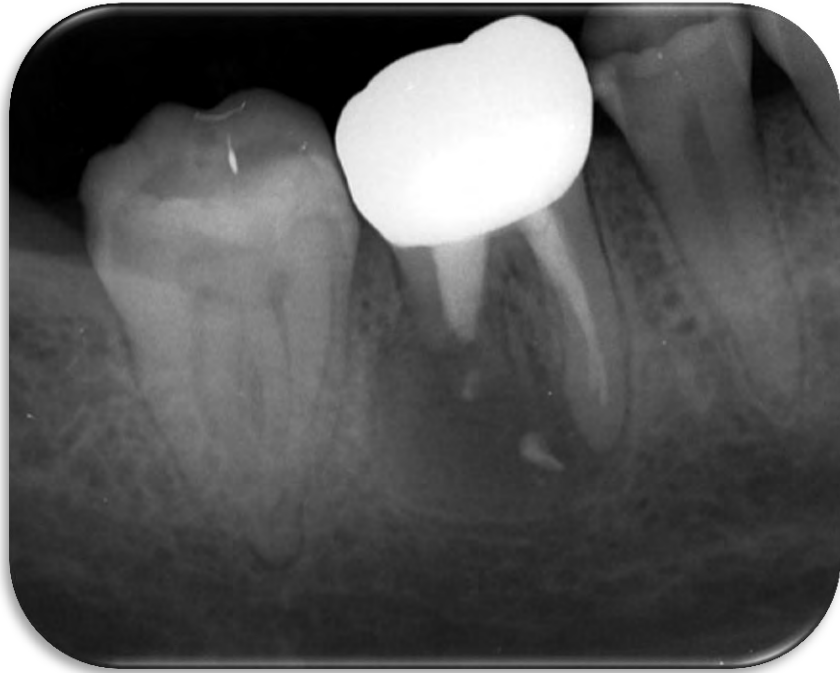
Radiografía control a los 6 meses
